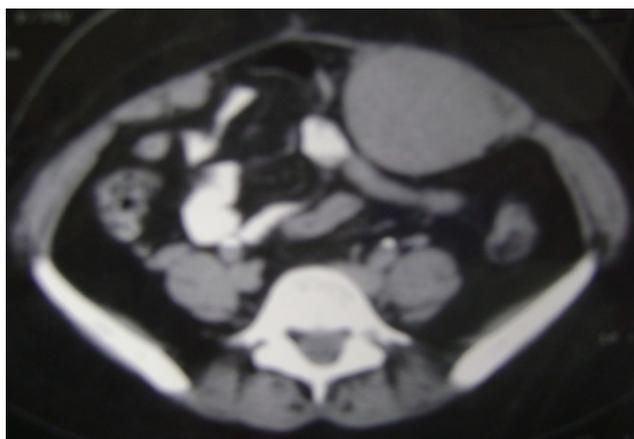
Tomografia de abdome, visualizando-se lesão em parede abdominal esquerda volumosa.
